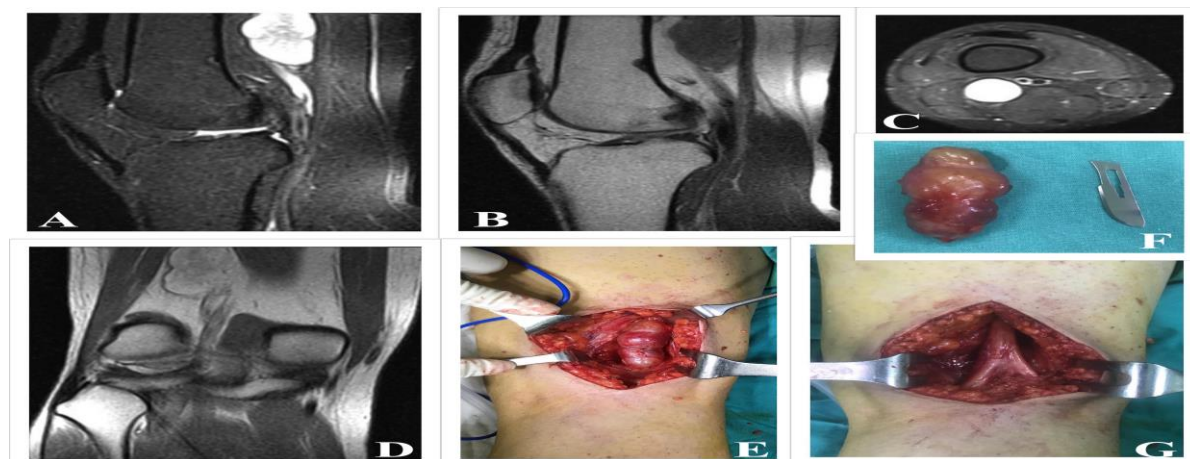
Neurofibroma at sciatic nerve bifurcation. A 23 years old male presented with painful swelling in the right posterior distal thigh region for last 6 months. He had no neurological deficit. MRI scan was revealed the following: A, Sagittal T2-weighted gadolinium-enhanced image. B, Sagittal T1-weighted image. C, Axial T2-weighted gadolinium-enhanced image. D, Coronal T1-weighted image. Posterior midline longitudinal incision was used to excision of tumor: E, Neurofibroma at sciatic nerve bifurcation. F, The excised neurofibroma. G, Intraoperative image showing the sciatic nerve after complete excision of the neurofibroma with anatomical continuity of the common peroneal and tibial nerves.
